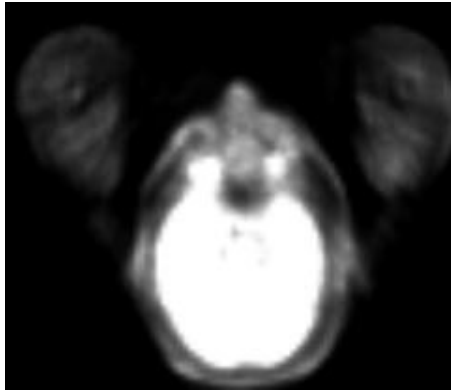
RMN cerebral: masas intracónicas bilaterales con afectación de nervio óptico y musculatura. Hipercaptación más intensa en lado derecho.*
